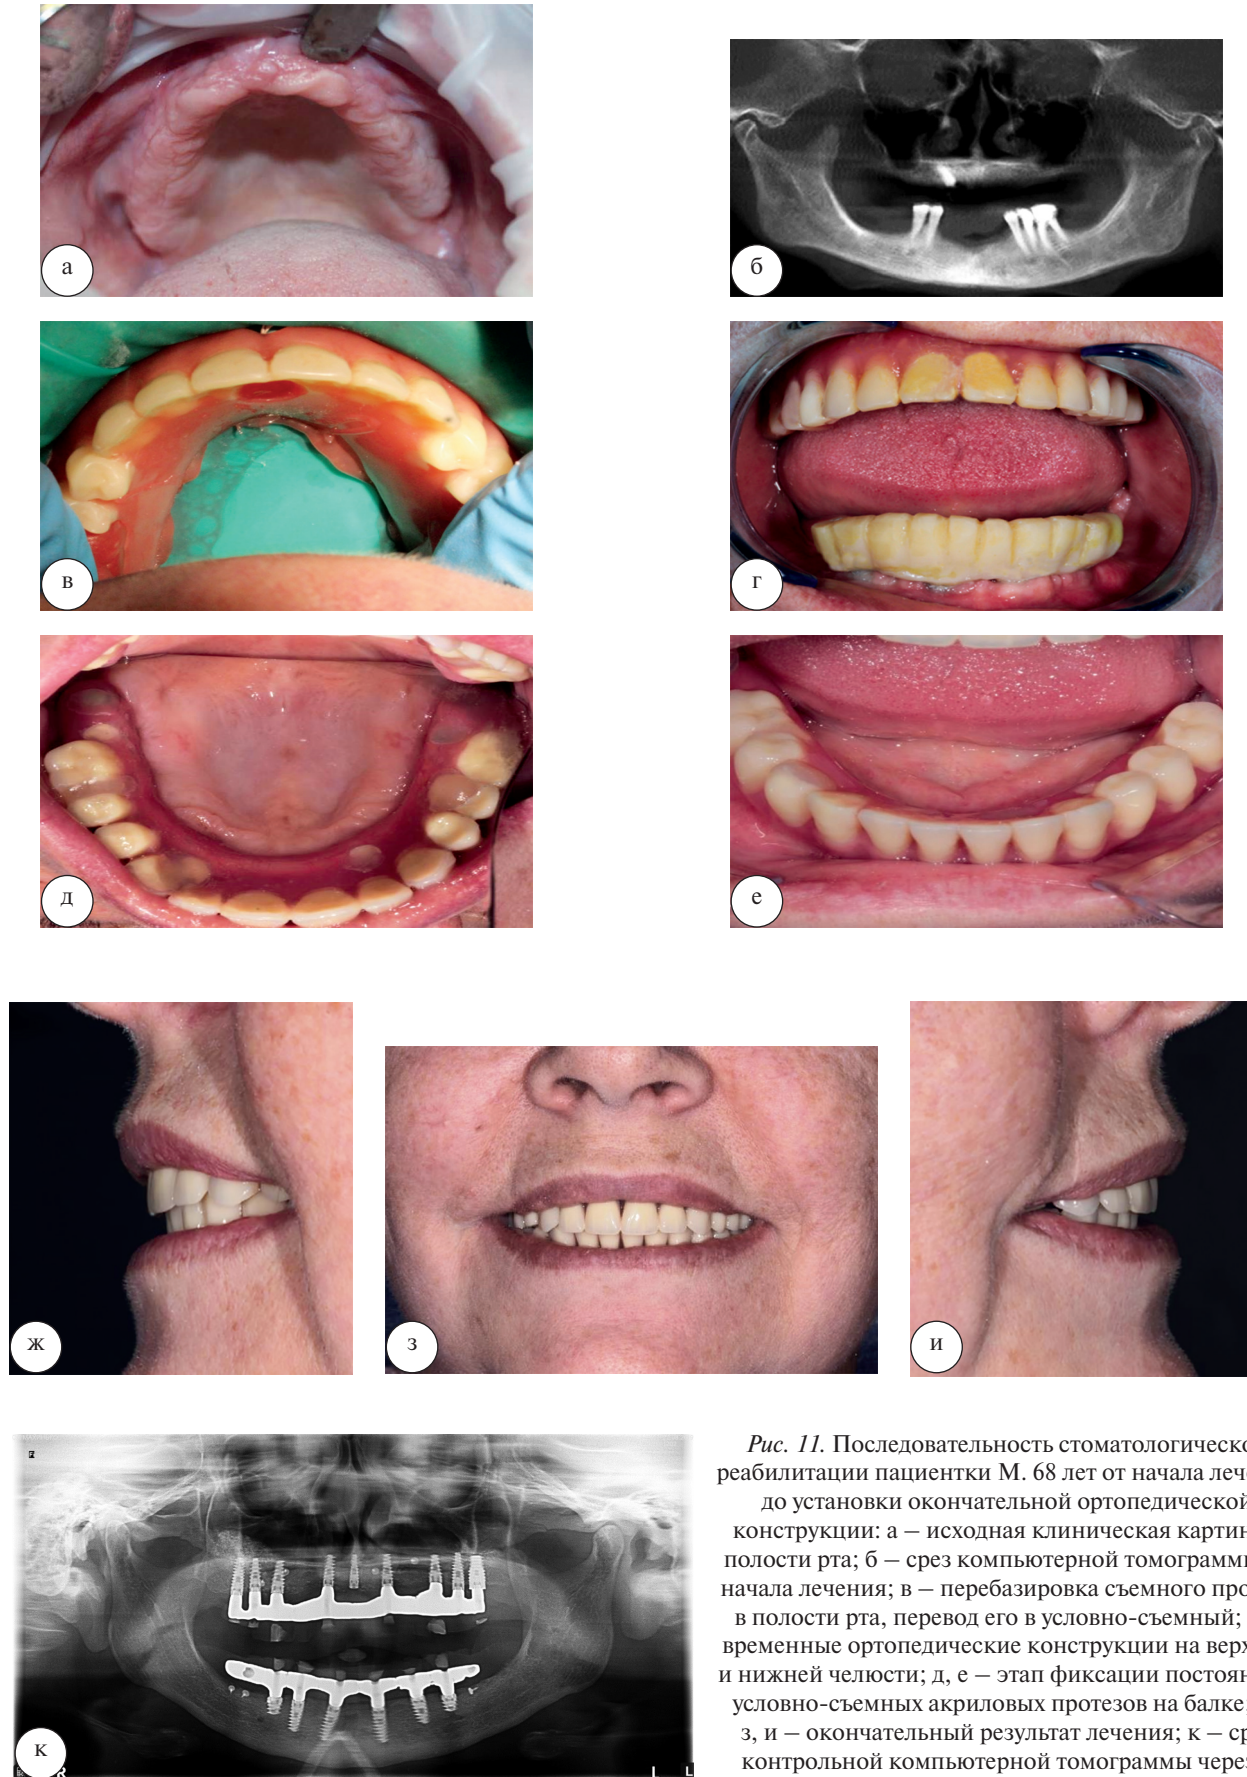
Последовательность стоматологической реабилитации пациентки М. 68 лет от начала лечения до установки окончательной ортопедической конструкции: а – исходная клиническая картина в полости рта; б – срез компьютерной томограммы до начала лечения; в – перебазировка съемного протеза в полости рта, перевод его в условно-съемный; г – временные ортопедические конструкции на верхней и нижней челюсти; д, е – этап фиксации постоянных условно-съемных акриловых протезов на балке; ж, з, и – окончательный результат лечения; к – срез контрольной компьютерной томограммы через 2 года после завершения лечения
